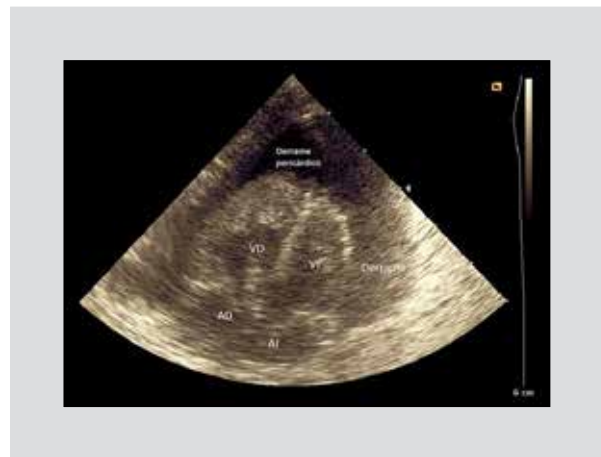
Ecocardiograma en eje cuatro cámaras.
